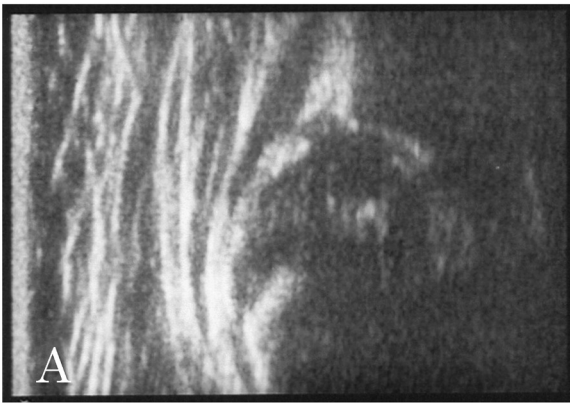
症例 検診時超音波検査 (Graf 法)
